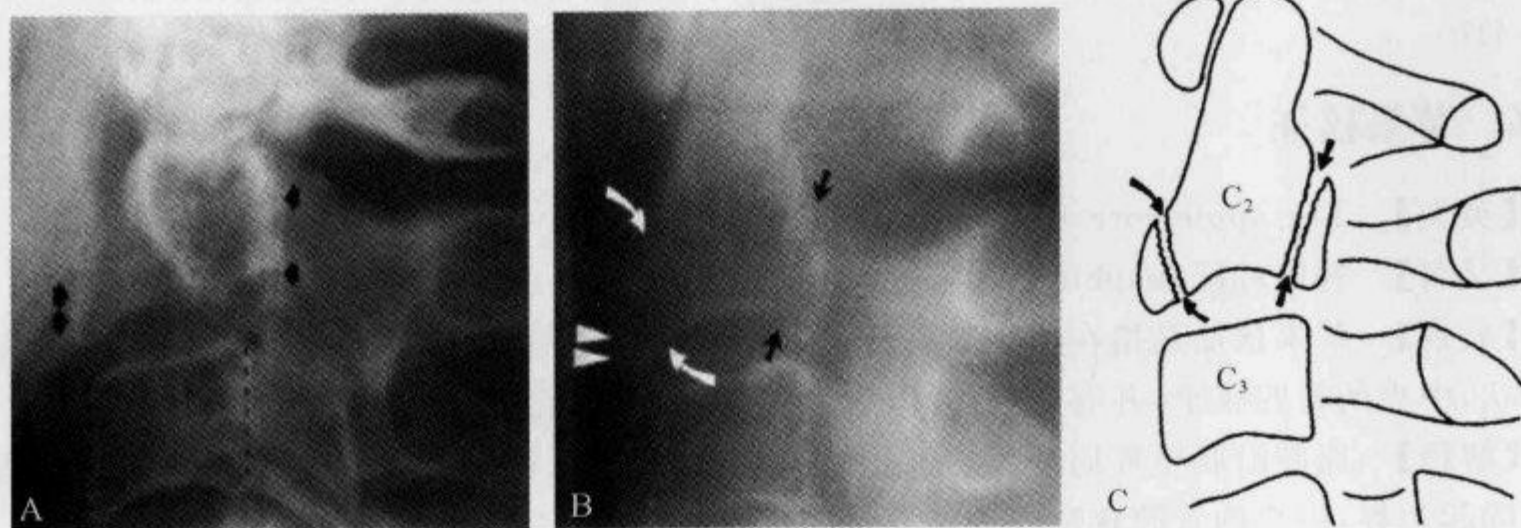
颈椎侧位 X 线平片示“胖 C₂ 征”
